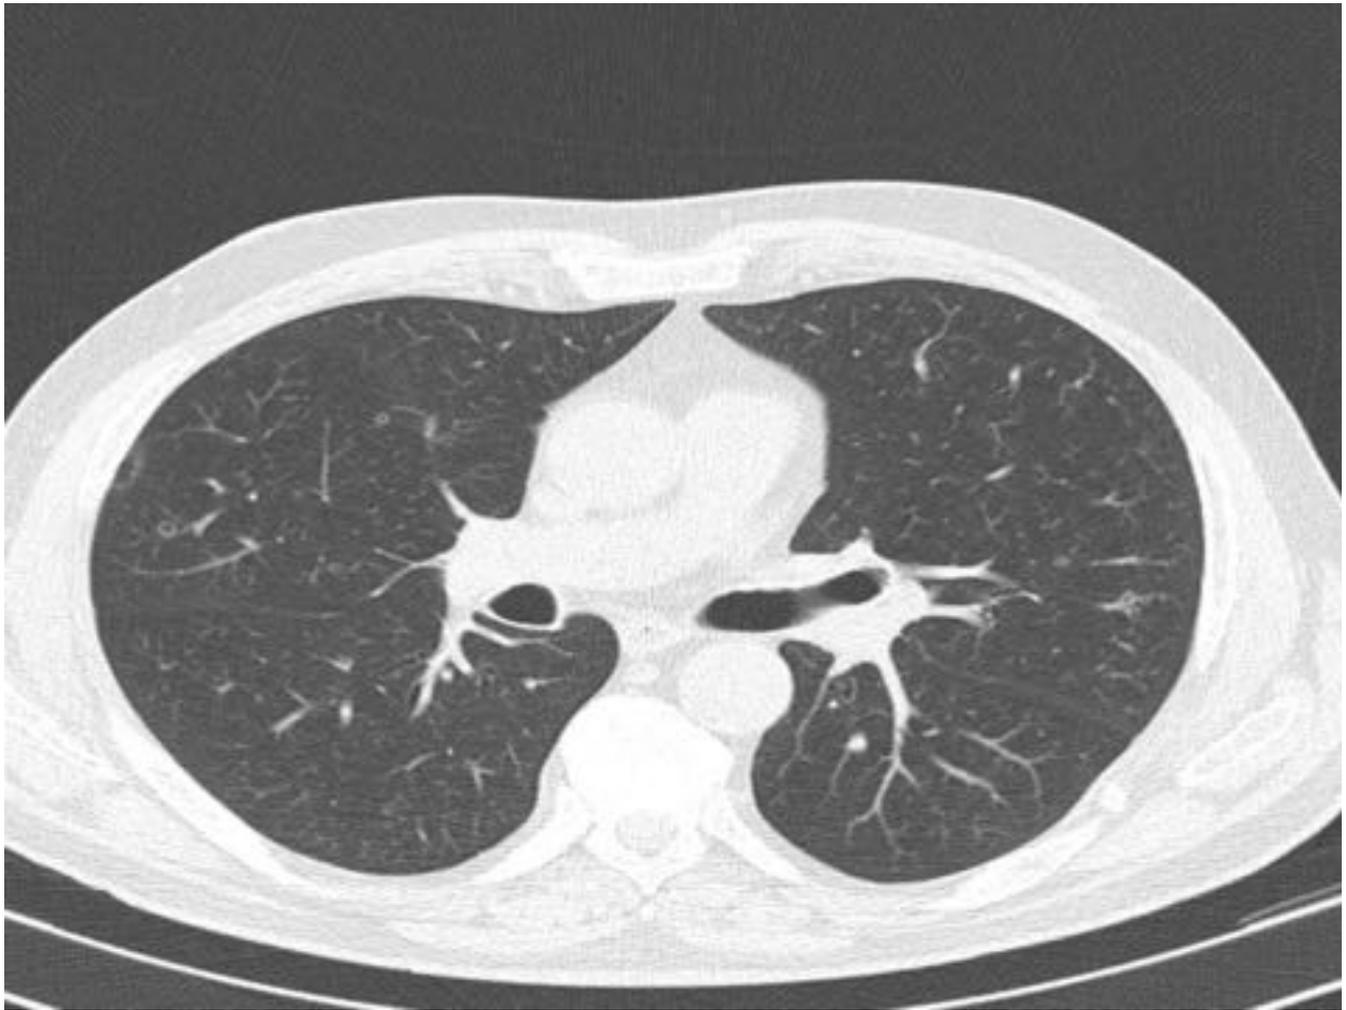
Fig. 7. Paciente varón, de edad media y fumador que presenta astenia , disnea y tos seca, sin otros antecedentes personales de interés y en ausencia de fiebre. Se realizó TC de tórax donde se objetivaron pequeñas imágenes nodulares bilaterales, cavitadas, de paredes gruesas. Estas se asociaban a la presencia de nodulillos bilaterales. Ante este contexto clínico se planteó como primera opción diagnóstica una histiocitosis X.
